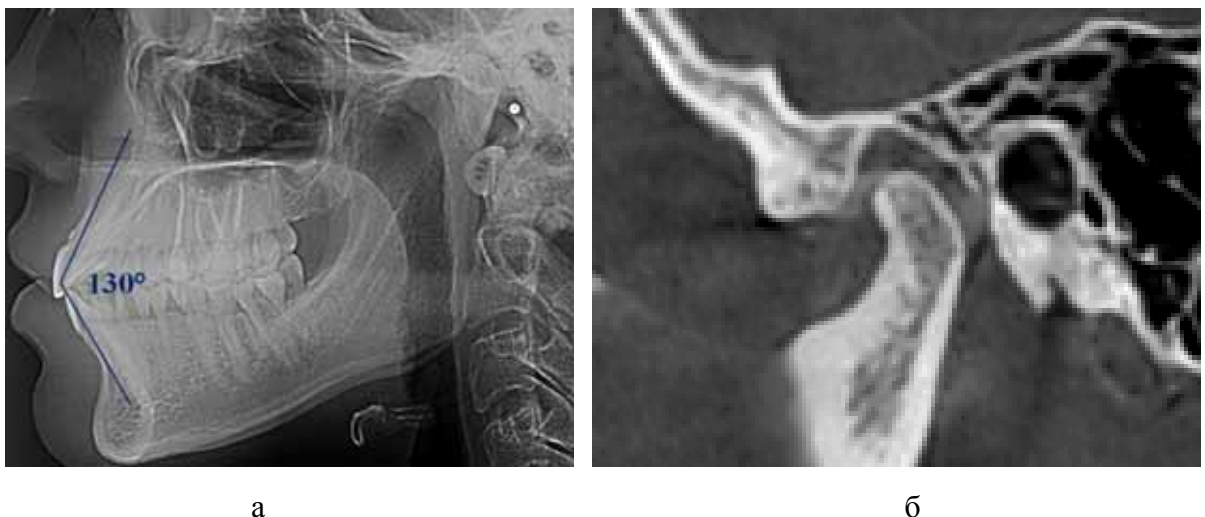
Межрезцовый угол и расположение элементов сустава пациентки М.А. на рентгенограммах
